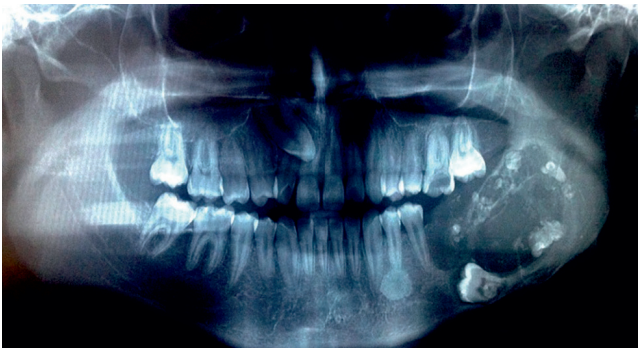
Radiografia panorâmica revelando lesão radioluciente multilocular extensa com focos radiopacos na mandíbula esquerda, em associação com molar impactado (36).
